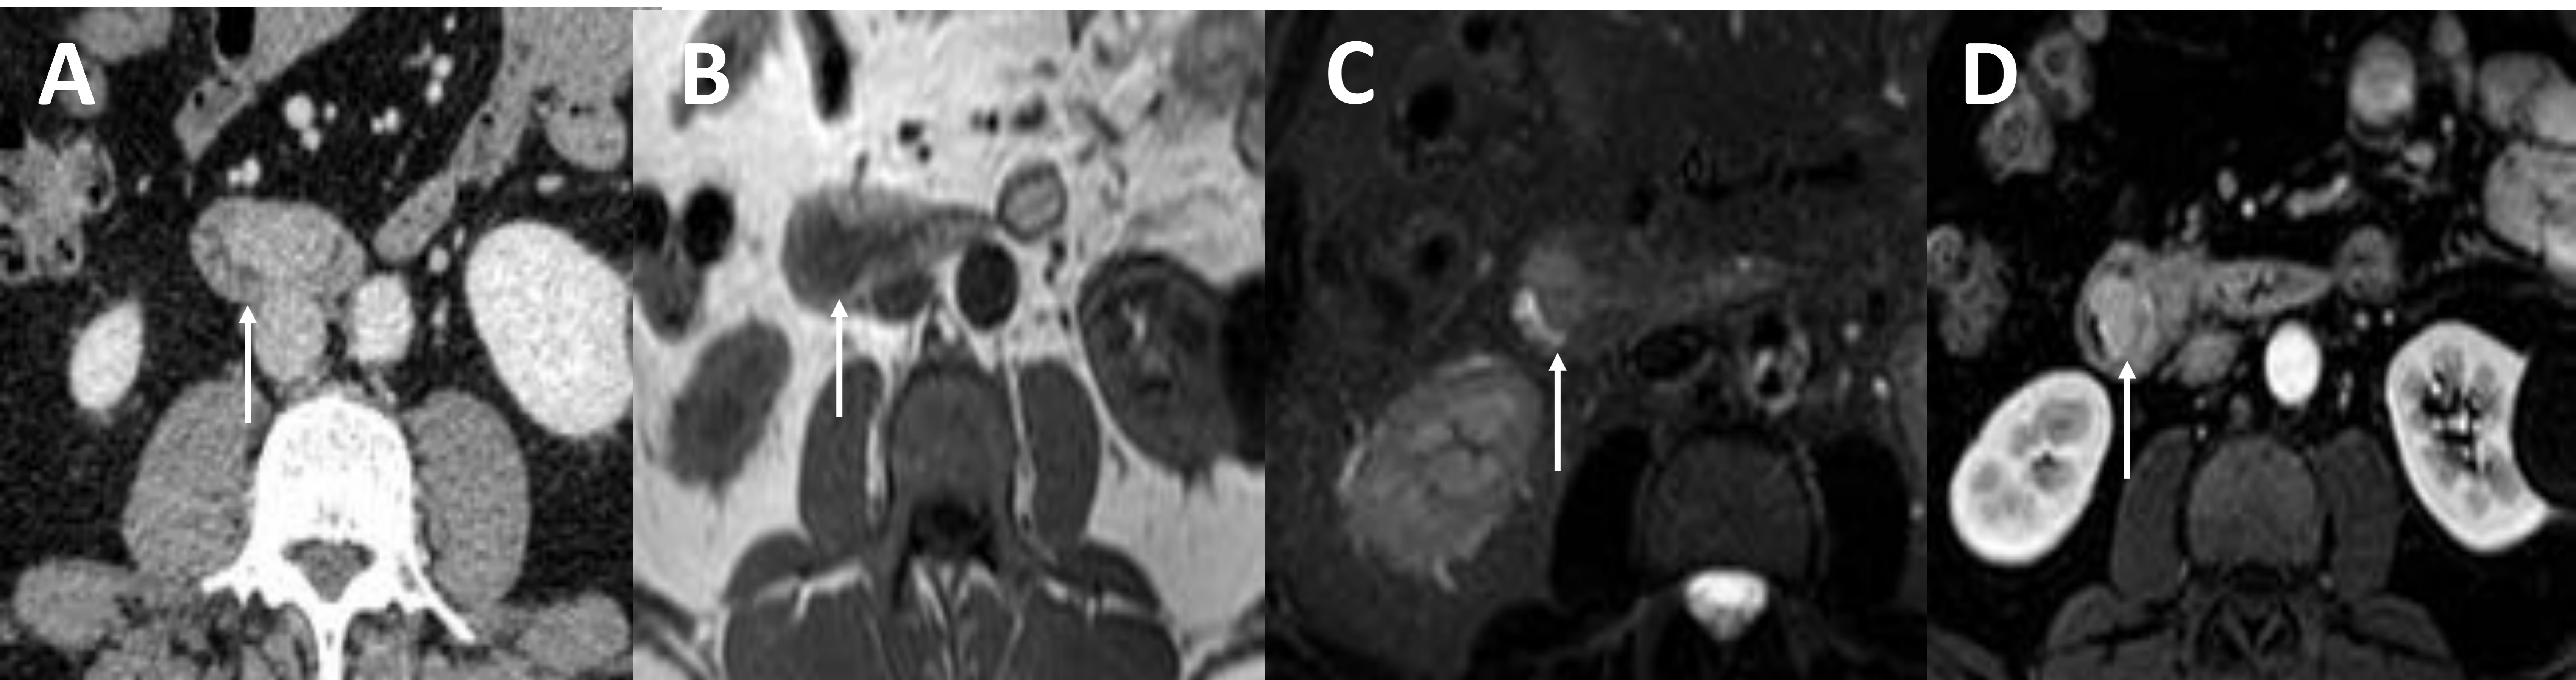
Varón de 53 años con paraganglioma duodenal. Imagen A: La TC muestra una ocupación de la luz duodenal por un nódulo homogéneo, bien definido e hipervasculoso. En la RM el nódulo es homogéneo, bien definido, hipointenso en T1 (imagen B), hiperintenso en T2 (imagen C) y hipervasculoso en fase arterial (imagen D). Aunque radiológicamente imita a un TNEp, el análisis histológico reveló que se trataba de un paraganglioma.
